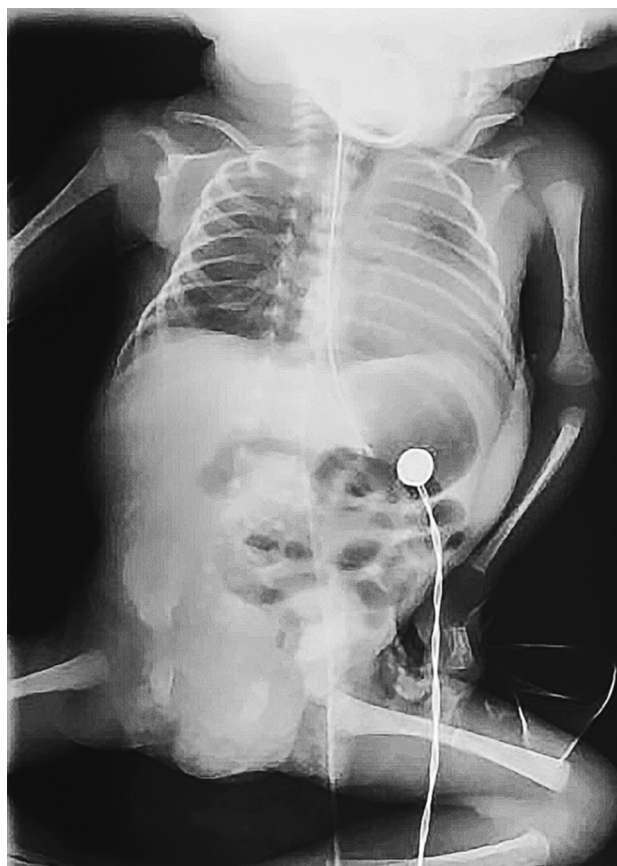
X-ray of the chest organs in the first hour of life
